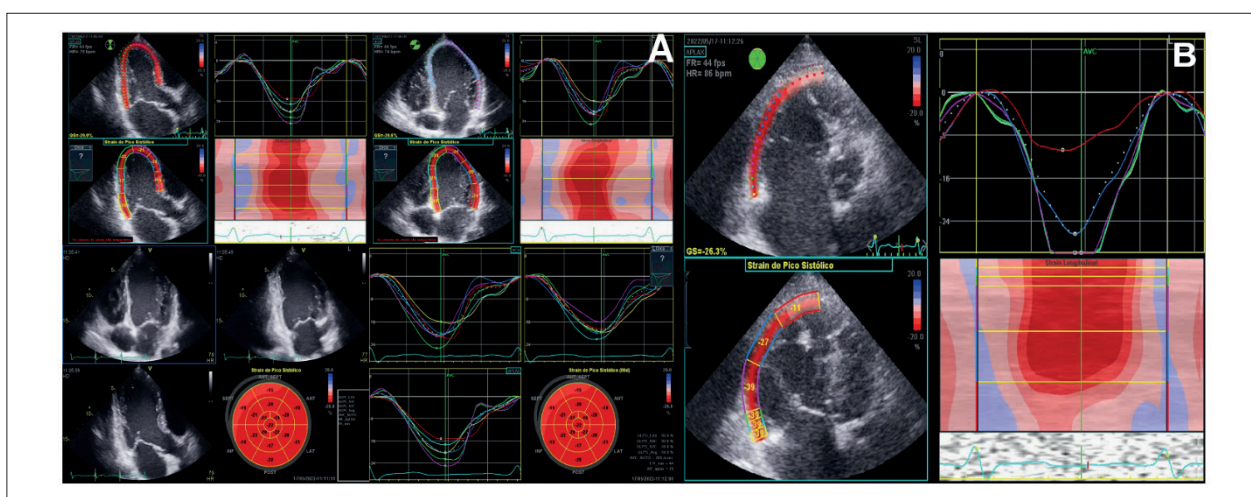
(A) Imagem de ecocardiograma transtorácico em corte apical para análise da deformação longitudinal em paciente com AF, 20 anos, evidenciando função contrátil preservada em cada um dos segmentos com resultado do Strain Global Longitudinal de VE: -19,9 (Referência: <-16,9). (B) Mesmo paciente, evidenciando função contrátil preservada em cada um dos segmentos da parede livre do VD, análise da deformação longitudinal do VD com resultado Strain parede livre VD: -26,3 (Referência: <-20)
